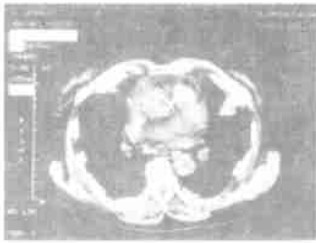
冠状动脉硬化性心脏病 CT像 WW300HU, WL50HU 女性 65岁
